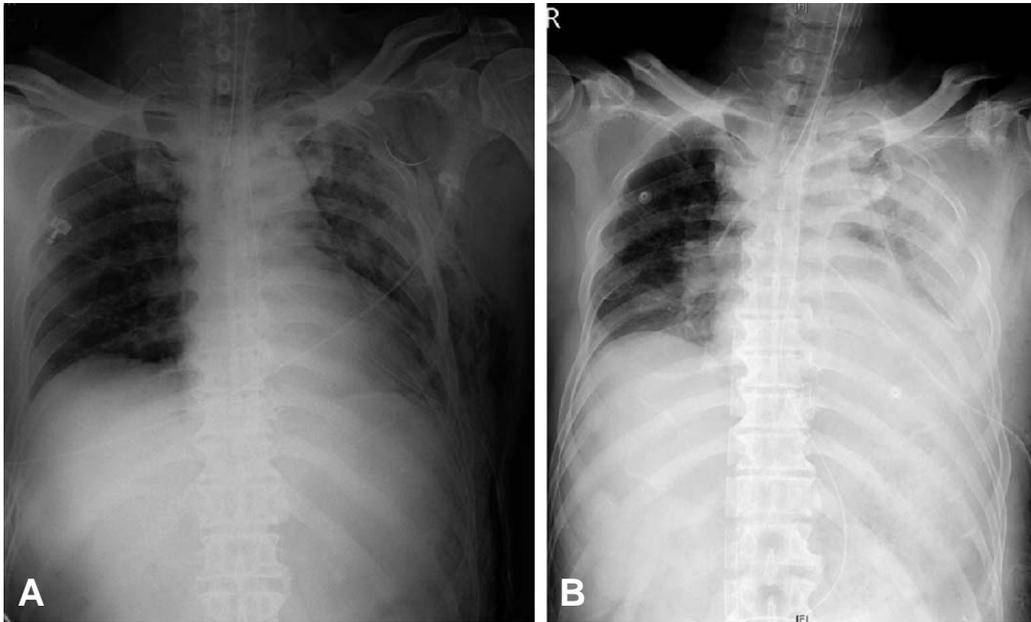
Chest x-ray. At emergency room admission (A), Immediately after venovenous extracorporeal membrane oxygenation (B)
